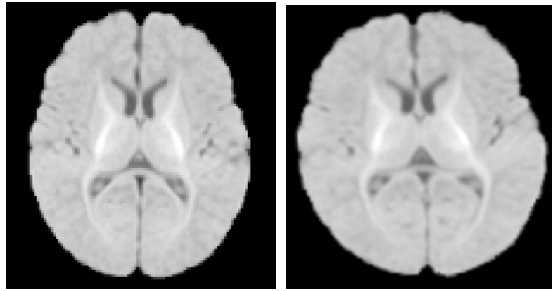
Exemple d'un recalage par transformation affine appliquée sur une image IRM de cerveau. À gauche, l'image initiale. À droite, l'image avec une transformation affine qui a été appliquée.
